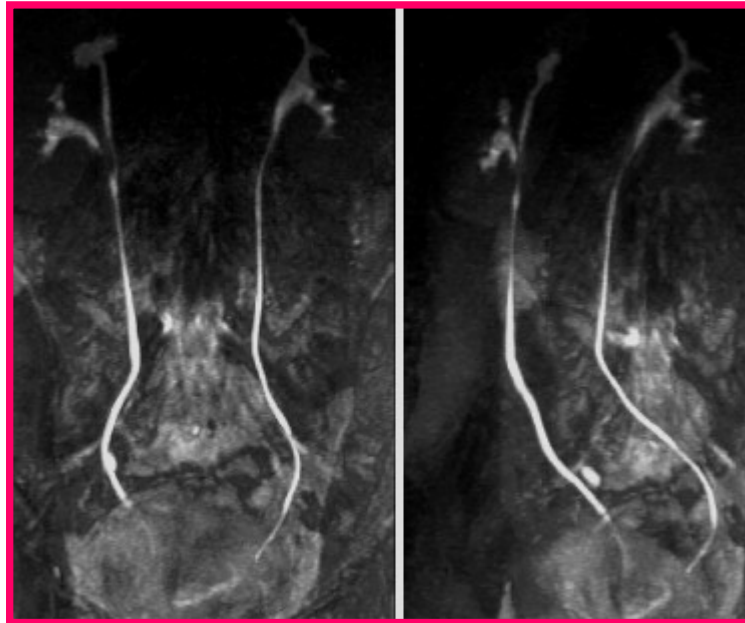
Uro-IRM: absence d'obstruction urétérale bassinets droit bifide. [99]
